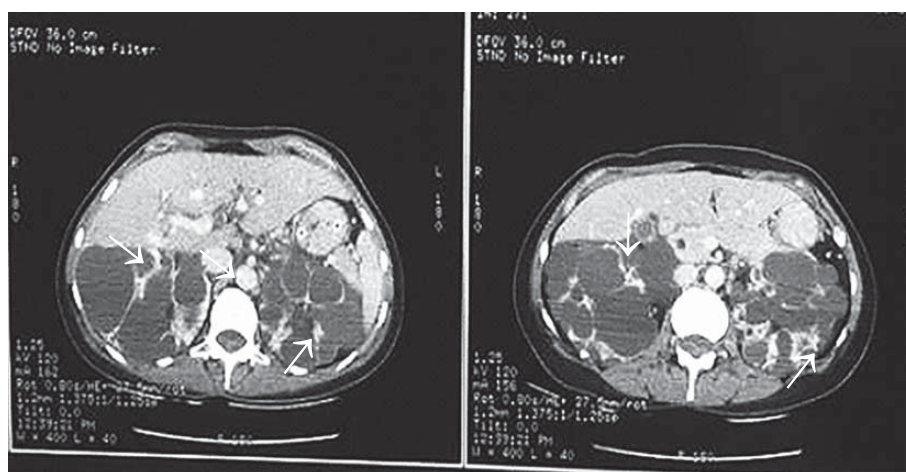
КТ живота. В зоне сканирования – поликистоз печени, почек
